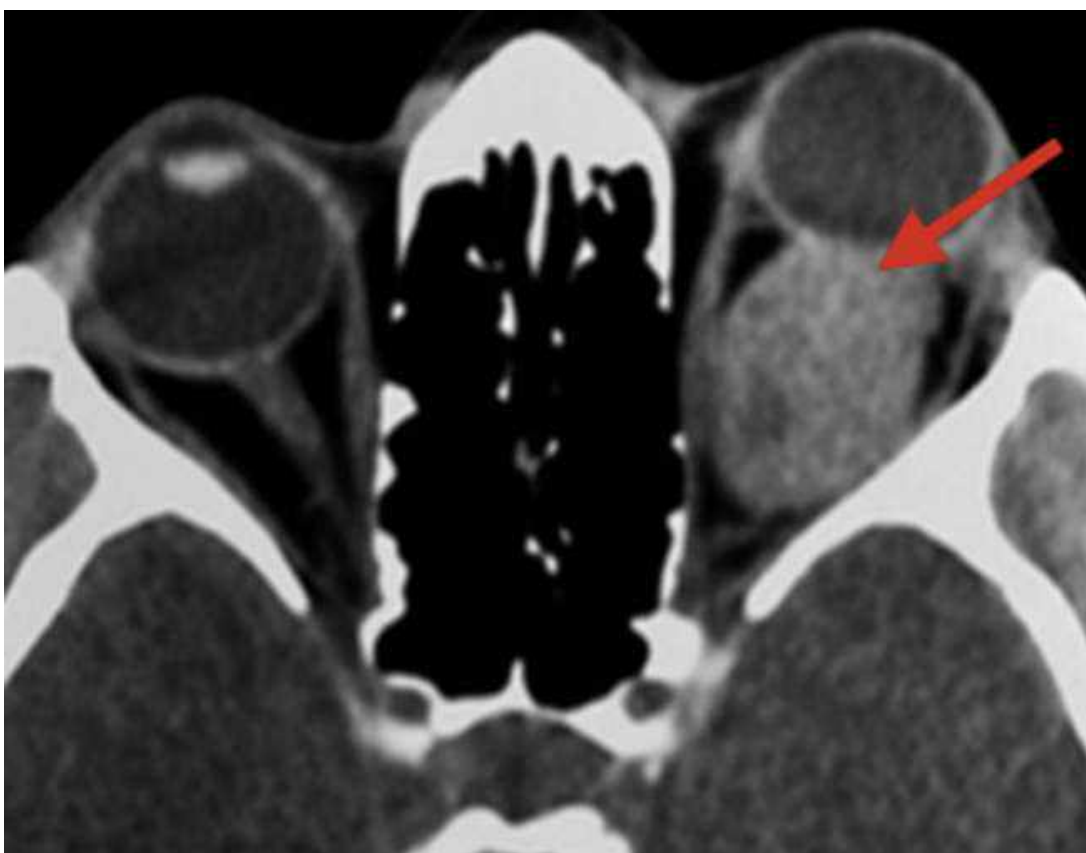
Спостереження №12. КТ хворої Г-на, 46 років, історія хвороби №3895 із скаргами на поступову безболісну втрату зору в лівому оці протягом 2 років
